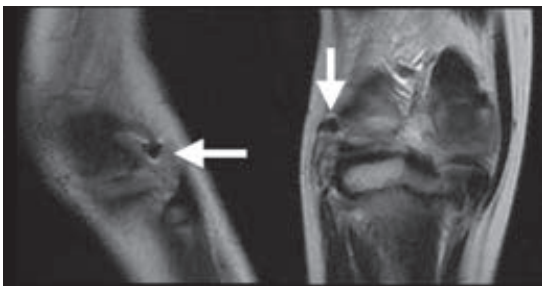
初診時膝関節単純MRI T2強調画像(矢印は異物を示す)
